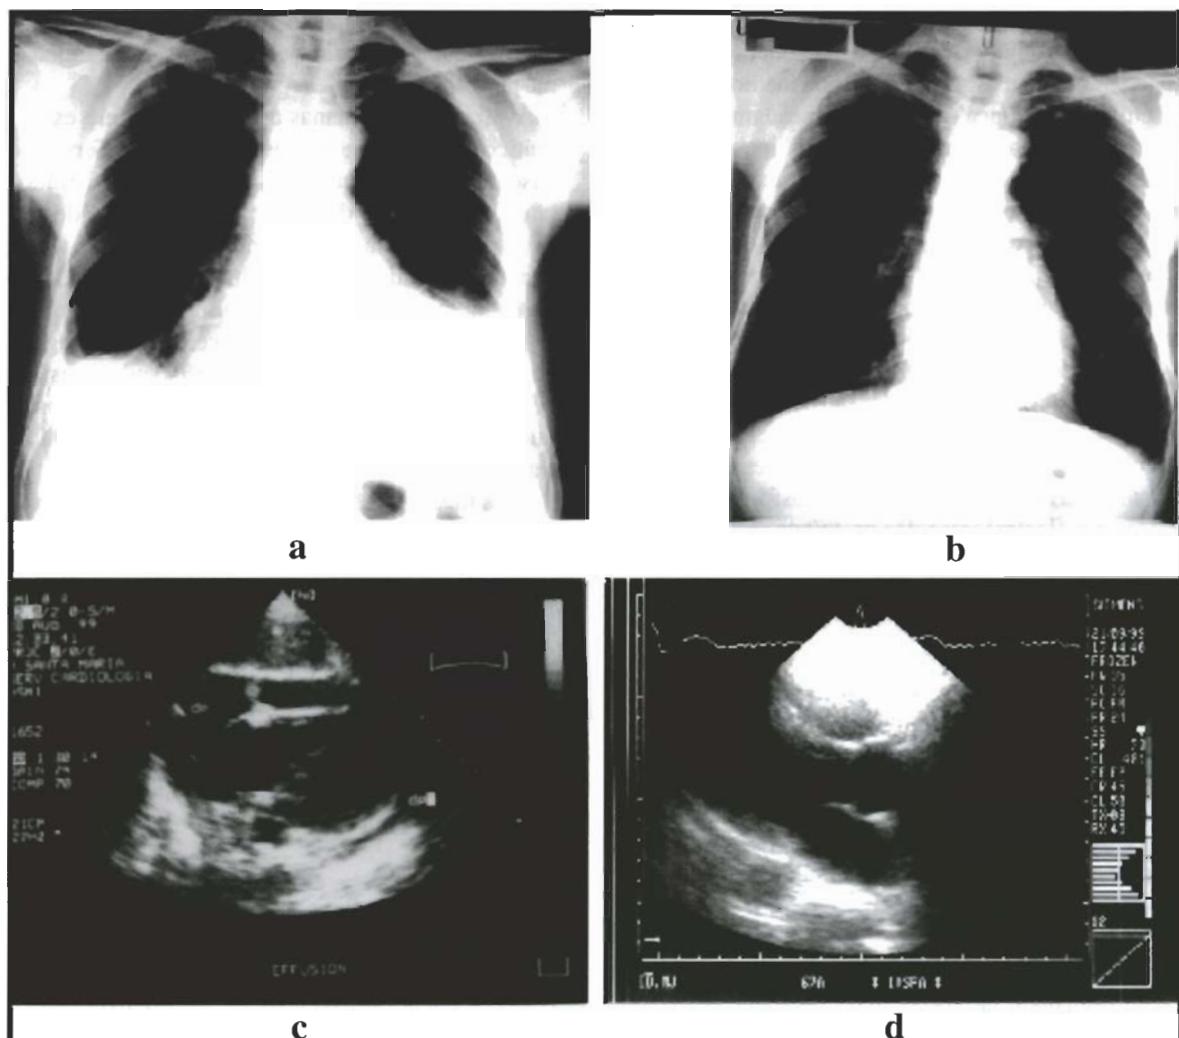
(a) Radiografia do tórax, no dia do internamento: hipotransparência homogénea do terço inferior do campo pulmonar esquerdo e da base do campo pulmonar direito. (b) Radiografia do tórax, dois meses após a alta: sem imagens de derrame pleural ou infiltrado. (c) Ecocardiograma, no dia do internamento: derrame pericárdico moderado. (d) Ecocardiograma, três semanas após a alta: sem derrame pericárdico.
